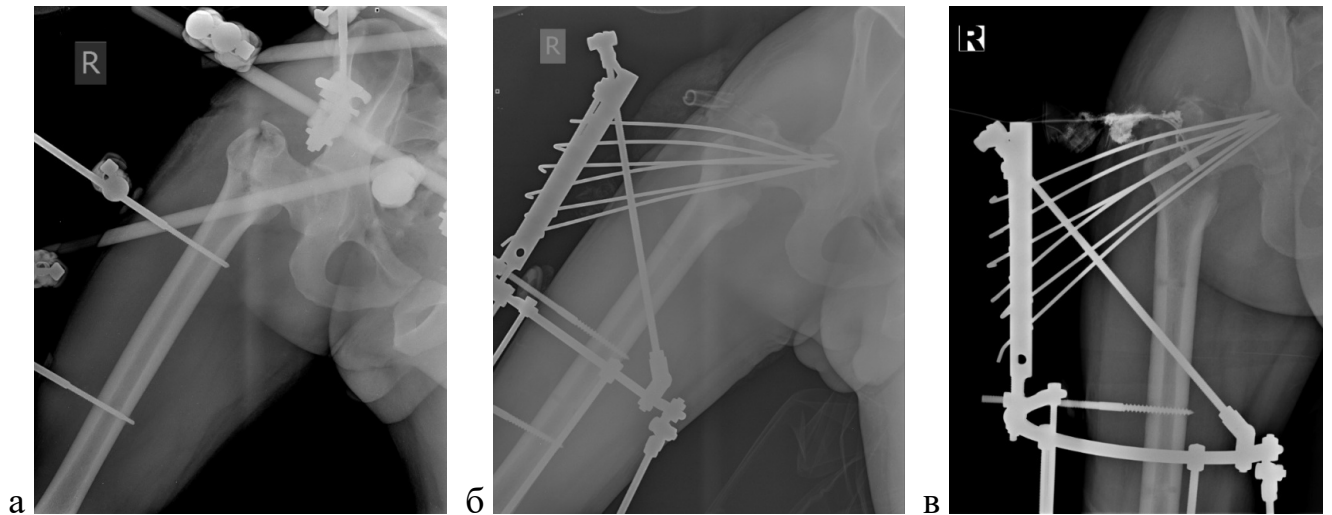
Рентгенограммы правого бедра: а — при поступлении; б — после выполнения остеосинтеза; в — после выполнения фистулографии (через 30 суток после остеосинтеза)
